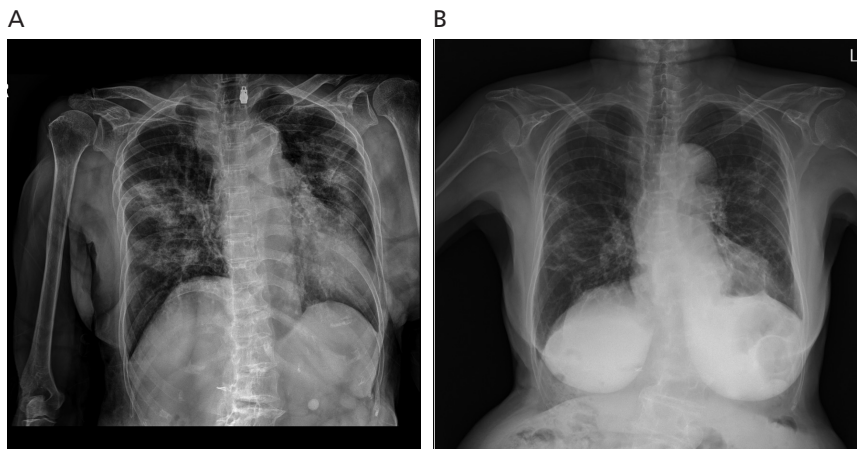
Chest radiographic finding during acute illness of coronavirus disease 2019 (COVID-19) and at the time of discharge. An initial chest radiograph (A) of 81-year-old female patient shows bilateral consolidation and ground glass opacities in both lung fields. She admitted to intensive care unit during hospitalization and discharged after appropriate treatment. The chest radiograph at the time of discharge (B) shows reticular opacities and fibro-linear opacities were still remained in both lung fields. Institutional review board of approved this study and waived the requirement for informed consent (Keimyung University Dongsan Hospital).
